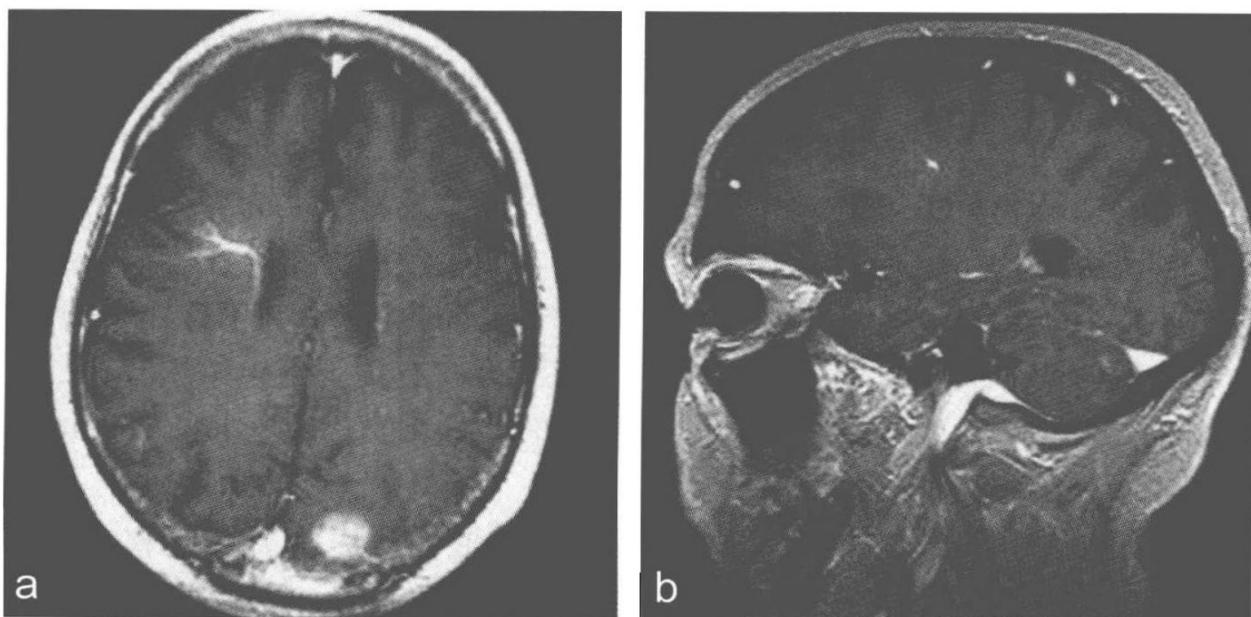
b 轴位 (a)、矢状位 (b)。一个典型右额叶DVA在增强T1加权像上的MRI表现。在两张图像上最明显的是穿过脑组织的引流静脉。仔细观察还可见“海蛇头样”的小静脉，呈放射状排列，引流入汇集静脉
